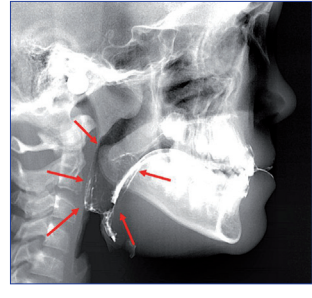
Im Röntgenbild sichtbare Verstopfung der Atemwege bei geschlossenem Mund durch zu große Tonsillen.
